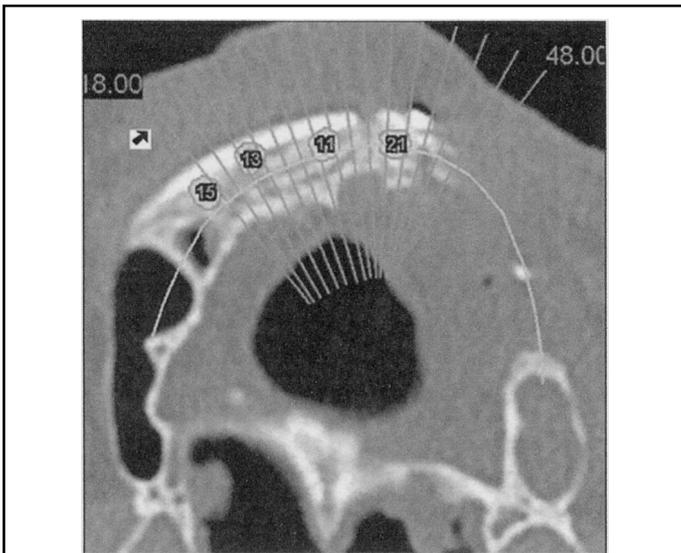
Contrôle radiologique par CT-scan à 5 mois post-greffe : observation d'une reconstruction osseuse maxillaire dense, permettant d'envisager la pose de 4 implants dentaires.
